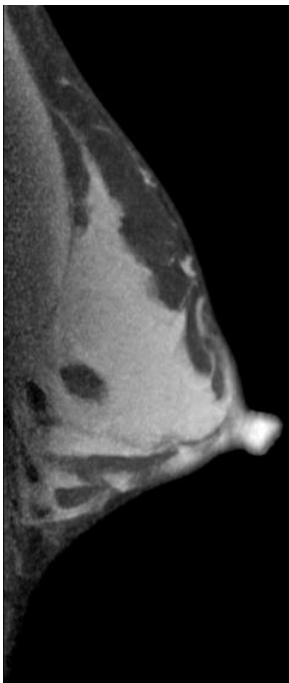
Brust-CT mit sagittalem Schnitt durch die Brust bei sehr dichten Parenchymstrukturen. Kein Hinweis auf einen auffälligen Befund (Lichtbild zur Verfügung gestellt vom Brustzentrum Göttingen).
